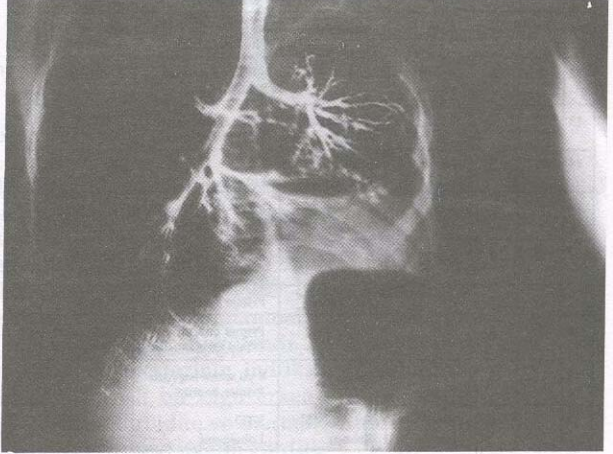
18 No'lu olgunun preoperatif çekilen özefagografisinde servikal bölgede özefagus yaralanması görülmektedir.
